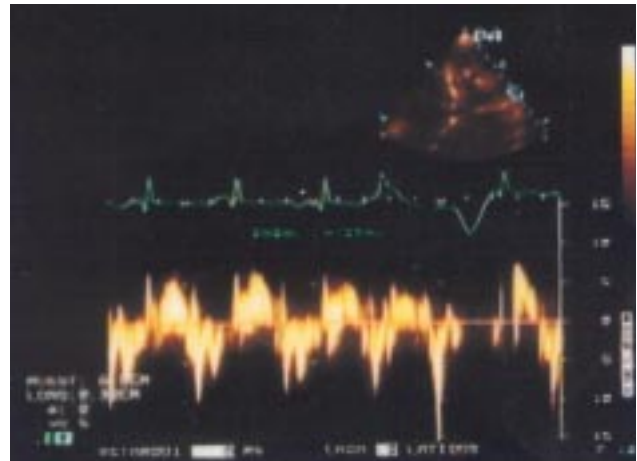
El histograma de Doppler tisular de la pared lateral del ventrículo izquierdo pone en evidencia el movimiento de contracción ventricular (positivo sistólico) y el patrón restrictivo que muestra el histograma diastólico (negativo).
